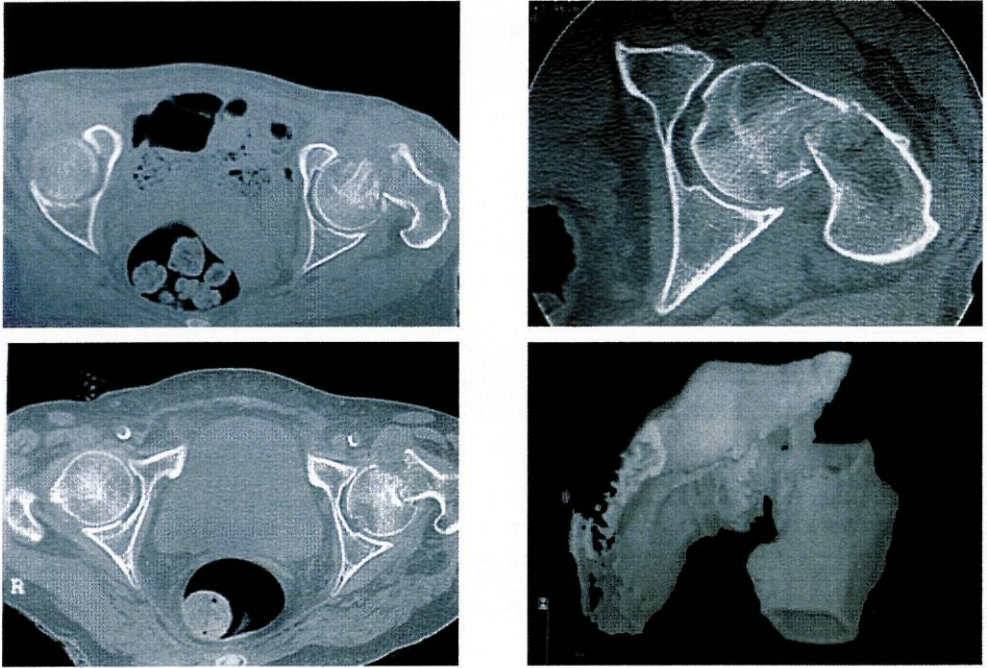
TAC de fractura do colo do fêmur em que se observa a rotação externa do fêmur e a cominuição posterior.
